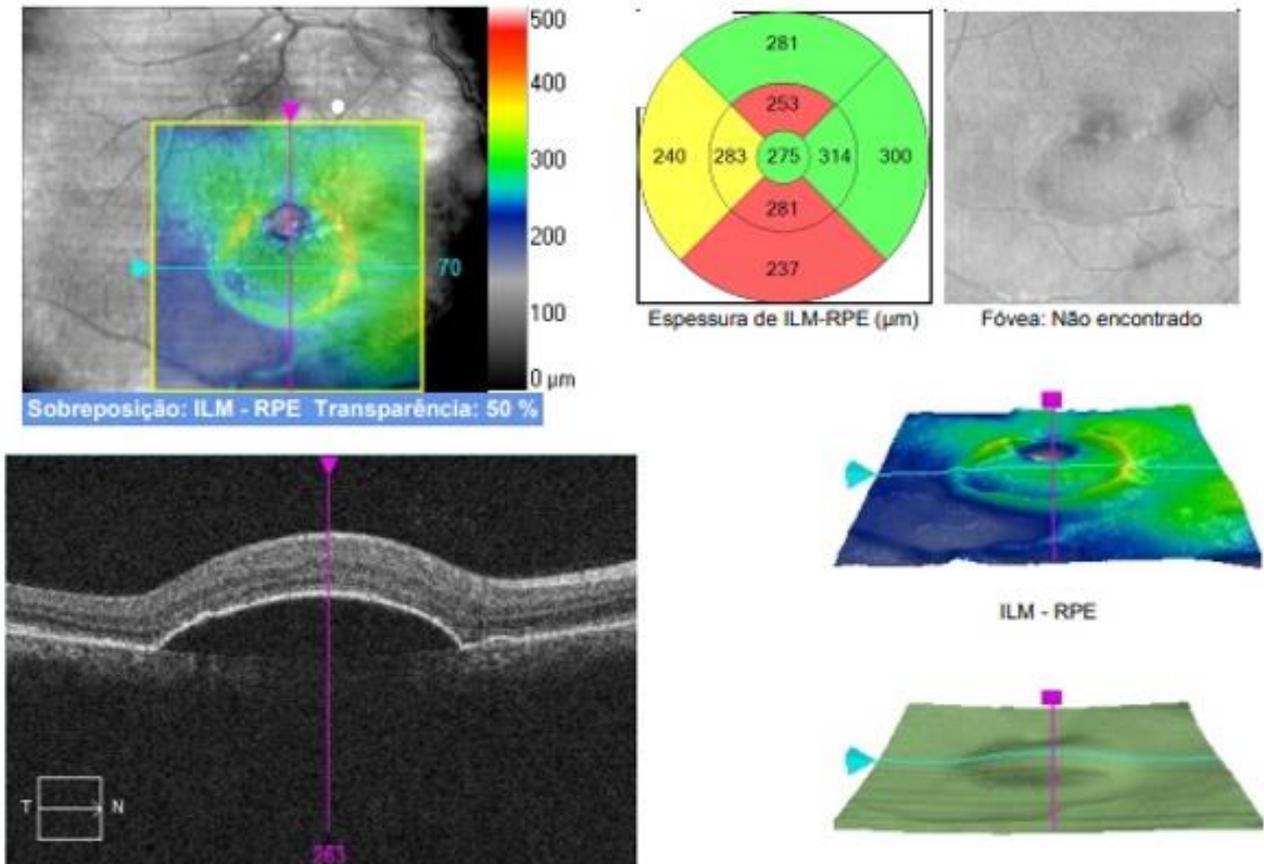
Tomografia de Coerência Óptica de mácula evidenciando descolamento do epitélio pigmentar em *finger prints* associado a descolamento seroso da retina (olho direito) apresentando melhora parcial após a instituição do tratamento.
